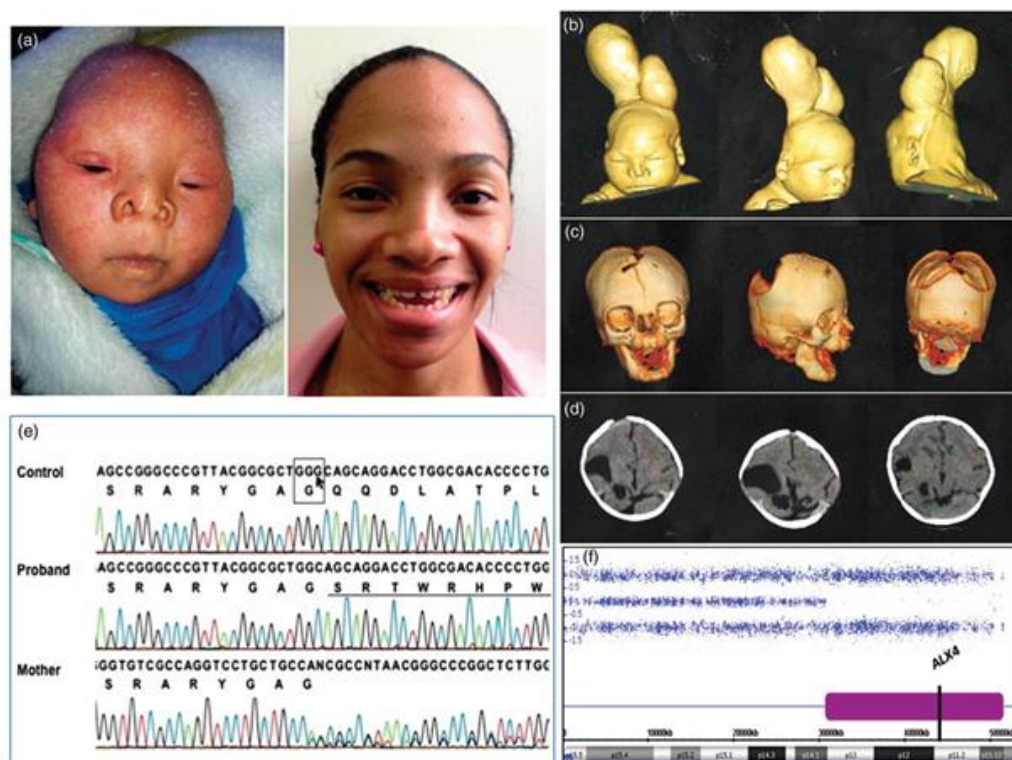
Frontal facial appearance of the proband at 5 months of age (a). 3-D computerized tomographic (CT) scan of proband at 1 day old showing microcranium, brachycephaly, hypertelorism and meningoencephalocele in the high convexity of the skull extruding from the enlarged parietal foramen (b). 3-D CT scan of proband at 13 months showing bone defects abnormalities on cranial bone plate (c). Brain CT scan of the proband at 13 months showing corpus callosum agenesis, widened interhemispheric fissure and an occipital paramedian line cyst, lateral ventricles poorly characterized and probable cortical dysplasia (d). Partial sequencing electropherogram of the *ALX4* gene's exon 1 using specific intronic primers (list available on request). Control shows the *ALX4* normal DNA reference (NG_015809.1) and its respective amino acids below codons; proband shows *ALX4* p.Gly69fsX112 (c.205delG) homozygous mutation with the representation of the first eight altered amino acids (underlined) before the stop codon created downstream (X112) caused by a G-deletion frameshift in both alleles; mother showing heterozygous deletion (displayed as reverse sequencing) (e). Genomic array data for chromosome 11p showing a 20.8 Mb region of homozygosity (purple bar) at chr11:30,776,678–51,563,636 (GRCh37/hg19), which encompassed *ALX4* gene (f). Frontal facial appearance of the patient's mother (g).
